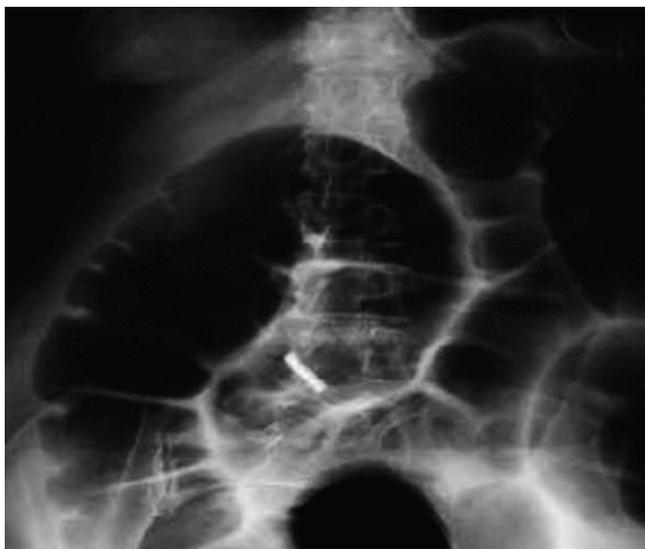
Radiografía simple de abdomen donde se observa la dilatación colónica.
